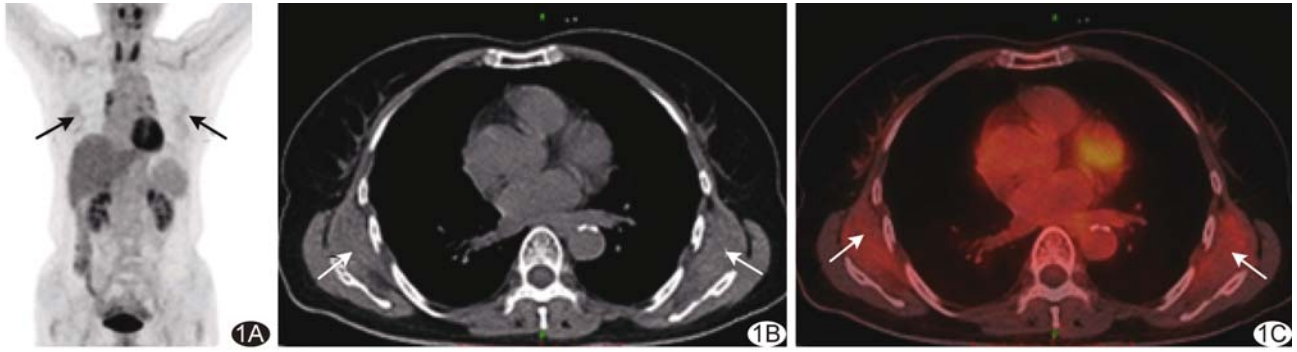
患者女, 61 岁, 双侧 EFD, 子宫内膜癌术后常规 PET/CT 检查, 意外发现双侧肩背部软组织肿物, 放射性摄取轻度增高, 左侧病灶 $SUV_{max}=2.07$, 右侧病灶 $SUV_{max}=1.98$ A. 全身 MIP; B. CT 图像; C. PET/CT 融合图像 (箭示病灶)
